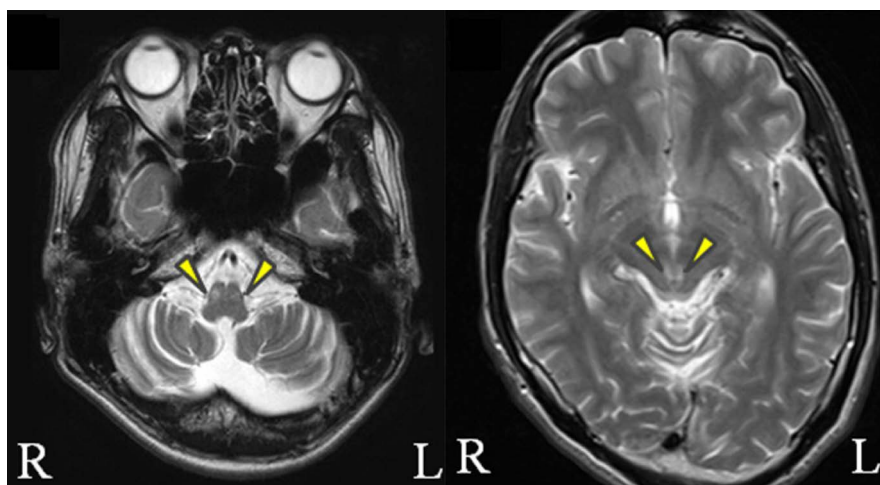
Brain MRI of the patient with *TTC19* mutation (p.Pro54Alafs*48).
